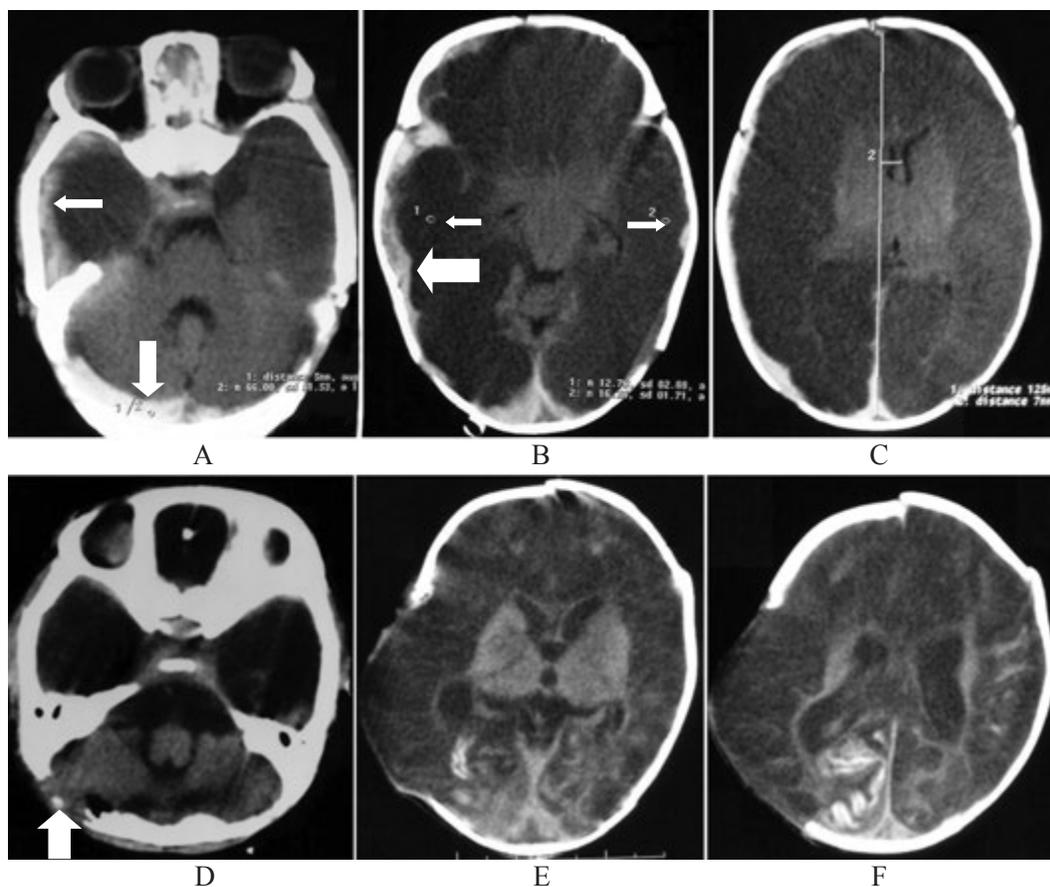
En la imagen A se observa trombosis de los senos laterales como una zona hiperdensa señalada por la flecha blanca y trombosis de los senos esfenoparietales (flechas blancas delgadas). B hematoma subdural laminar bilateral (flechas largas) y la medición de la densidad cerebral de 16 U Hounsfield. C tomografía tomada un mes después que muestra
